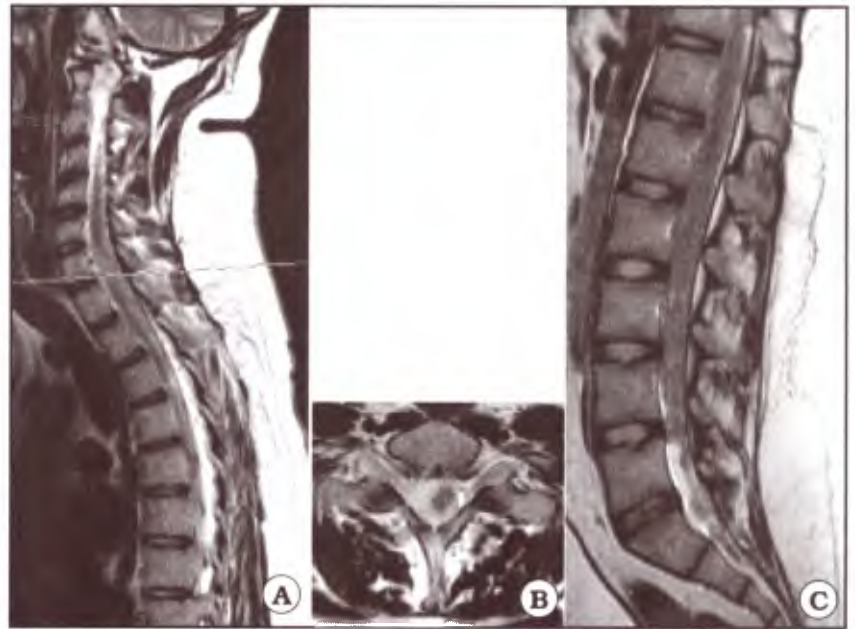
IRM de columna completa con contraste. A. Nivel cervicodorsal con evidencia de múltiples implantes neoplásicos. B. Corte axial evidenciando engrosamiento leptomeníngeo por diseminación neoplásica a nivel de marcación en secuencia sagital cervical anterior. C. Nivel lumbosacro con evidencia de implantes tumorales por diseminación.
